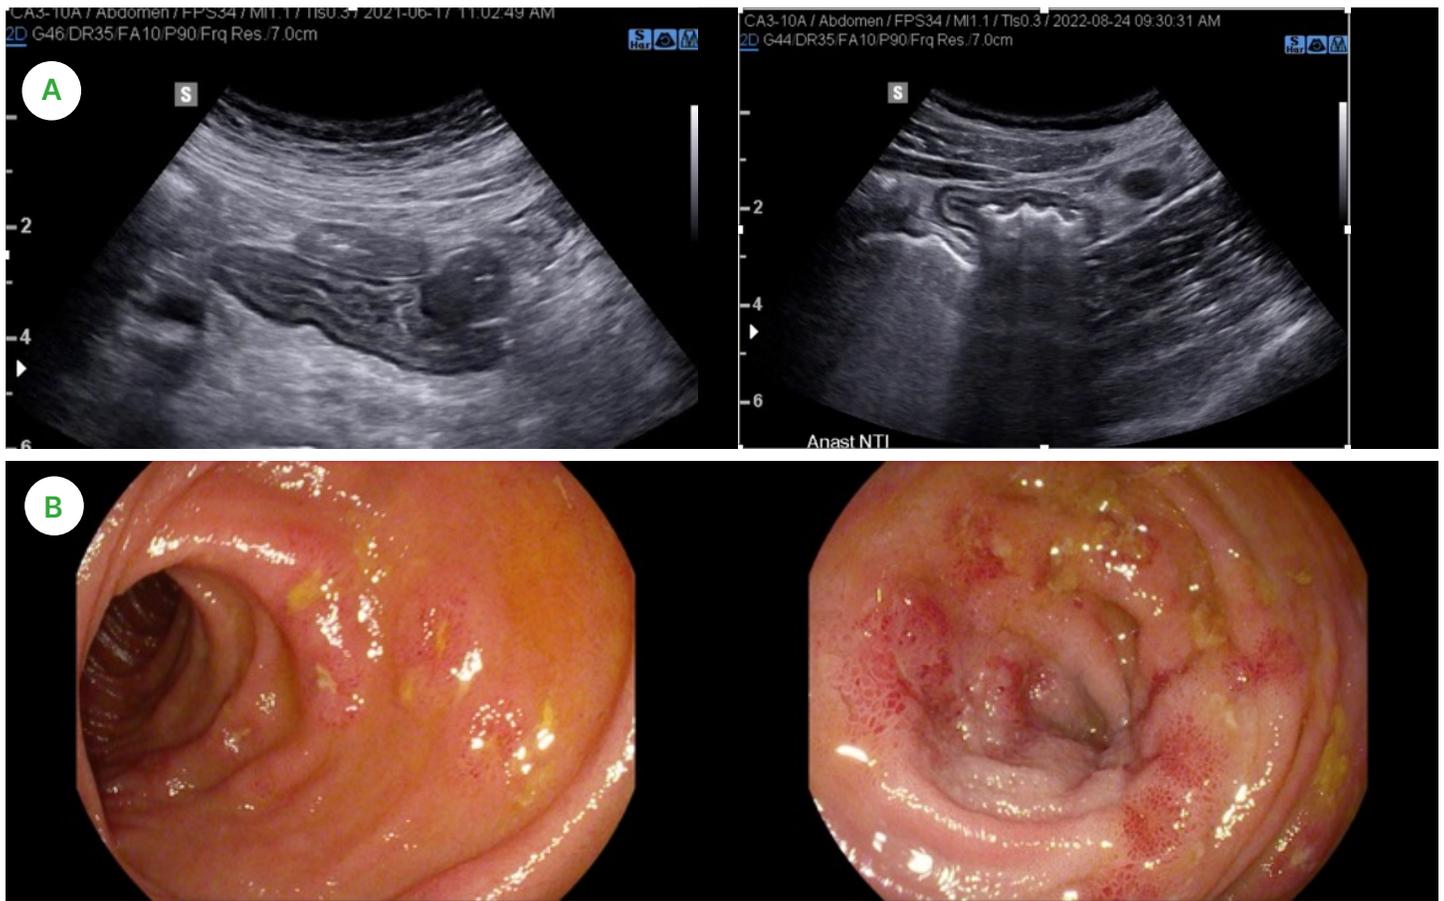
Évaluation postopératoire de la maladie de Crohn six mois après une résection iléo-cœcale avec anastomose des extrémités distale et proximale chez un patient à haut risque sous traitement biologique prophylactique après l'intervention. A. Échographie intestinale montrant une anastomose entre les extrémités distale et proximale et la muqueuse colique normale, ainsi que l'augmentation de l'épaisseur de la paroi intestinale du côté iléal entourée d'un tissu adipeux inflammatoire brillant. B. Les images endoscopiques ont confirmé la récurrence i3 selon le score de Rutgeerts dans l'iléon néo-terminal. Images avec l'aimable autorisation D^{re} Kerri Novak.
